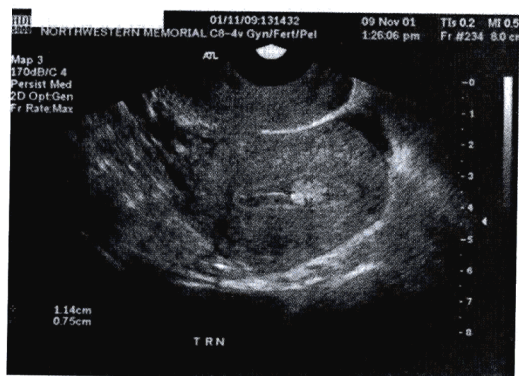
一个11×8mm的息肉回声影像破坏了子宫内膜的三线超声影像结构。
